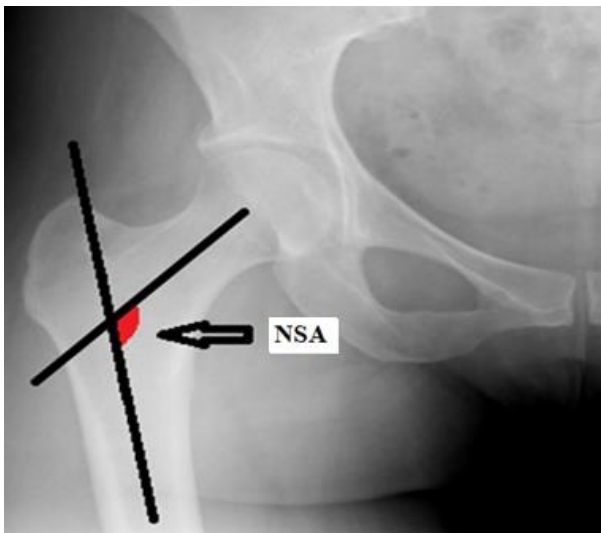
X-ray showing measurement neck-shaft angle (NSA).
